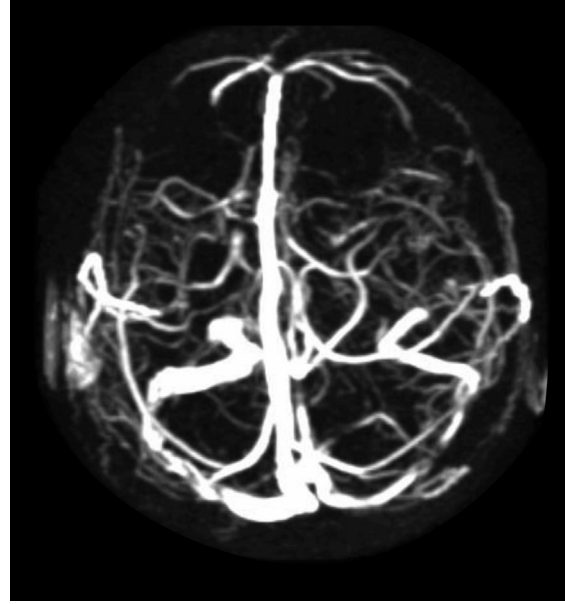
Manyetik rezonans venografide bilateral transvers sinüste yer yer oklüzyonla uyumlu görüntü
